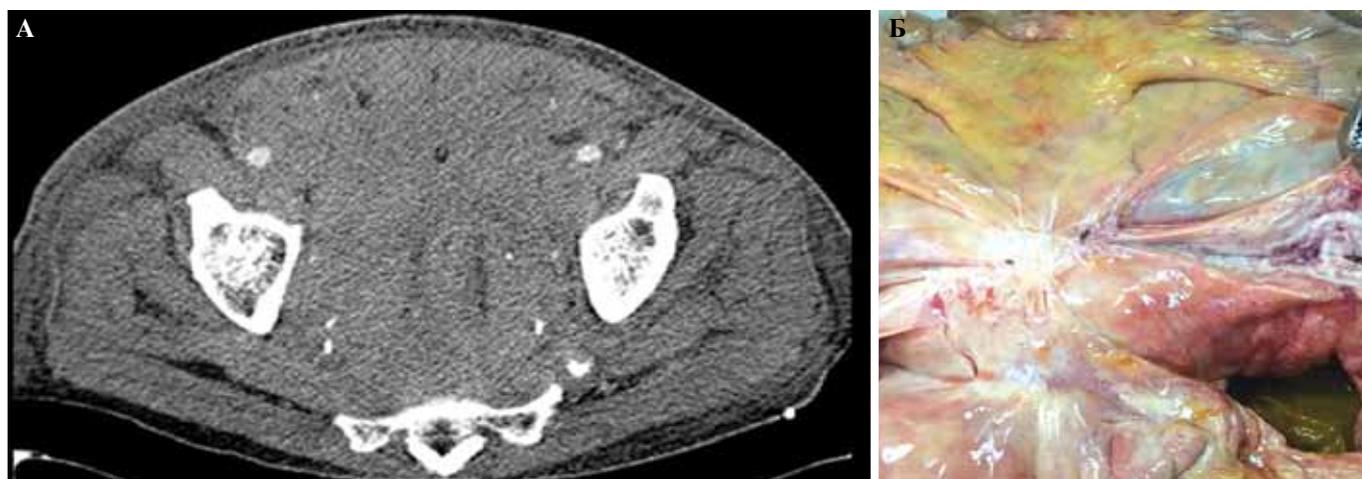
МСКТ, аксиальное изображение, инфильтративный процесс полости таза, нарушение дифференцировки органов, отек мягких тканей брюшной стенки (А), патологоанатомический препарат, инфильтрация корня брыжейки тонкой кишки (Б).
